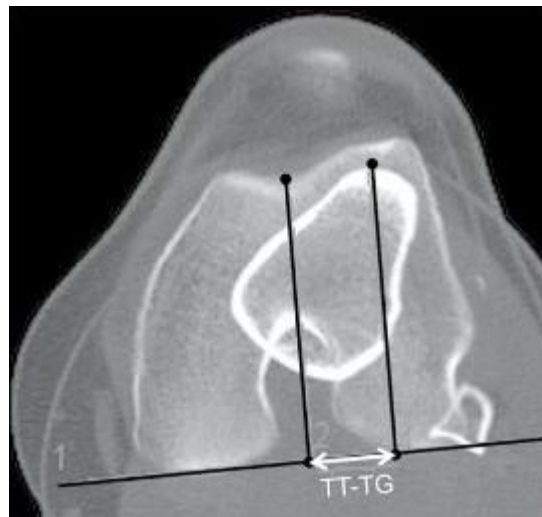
TTTG-Messung im CT, aus (Seitlinger et al. 2010)
